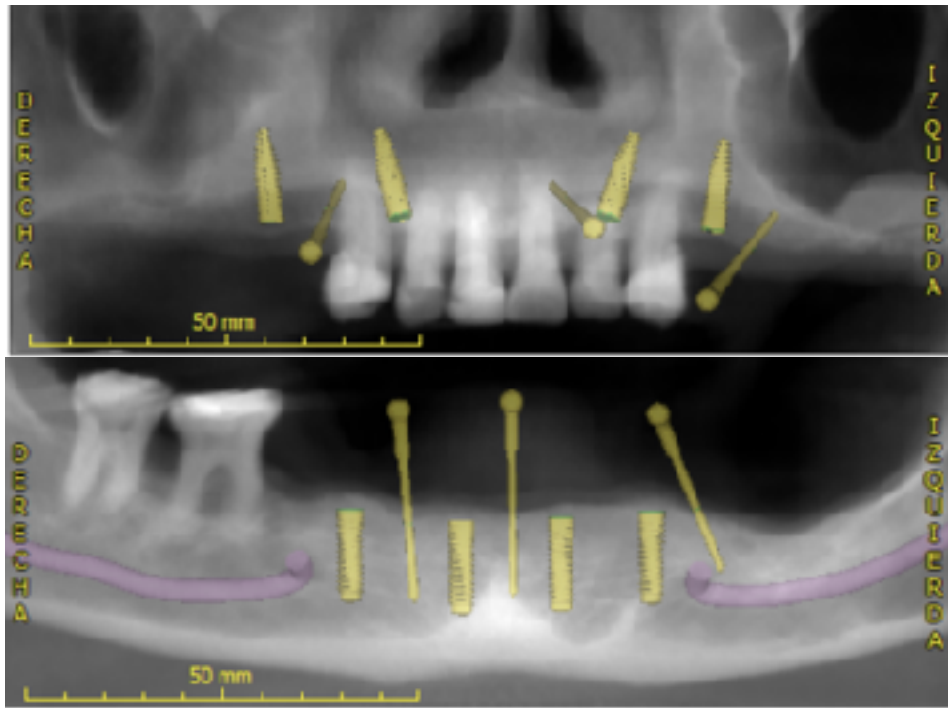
Imágenes de la planeación tomografía con el programa coDiagnostiX®.
